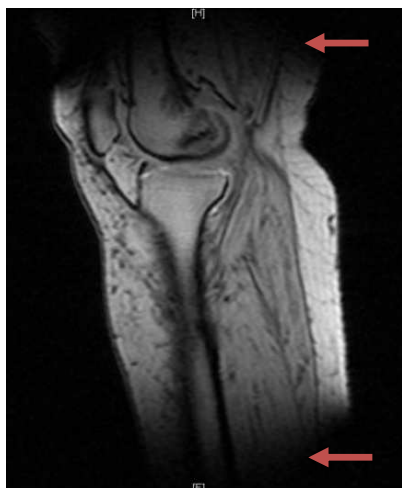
T2 FLAIR (BMI 26,45)
